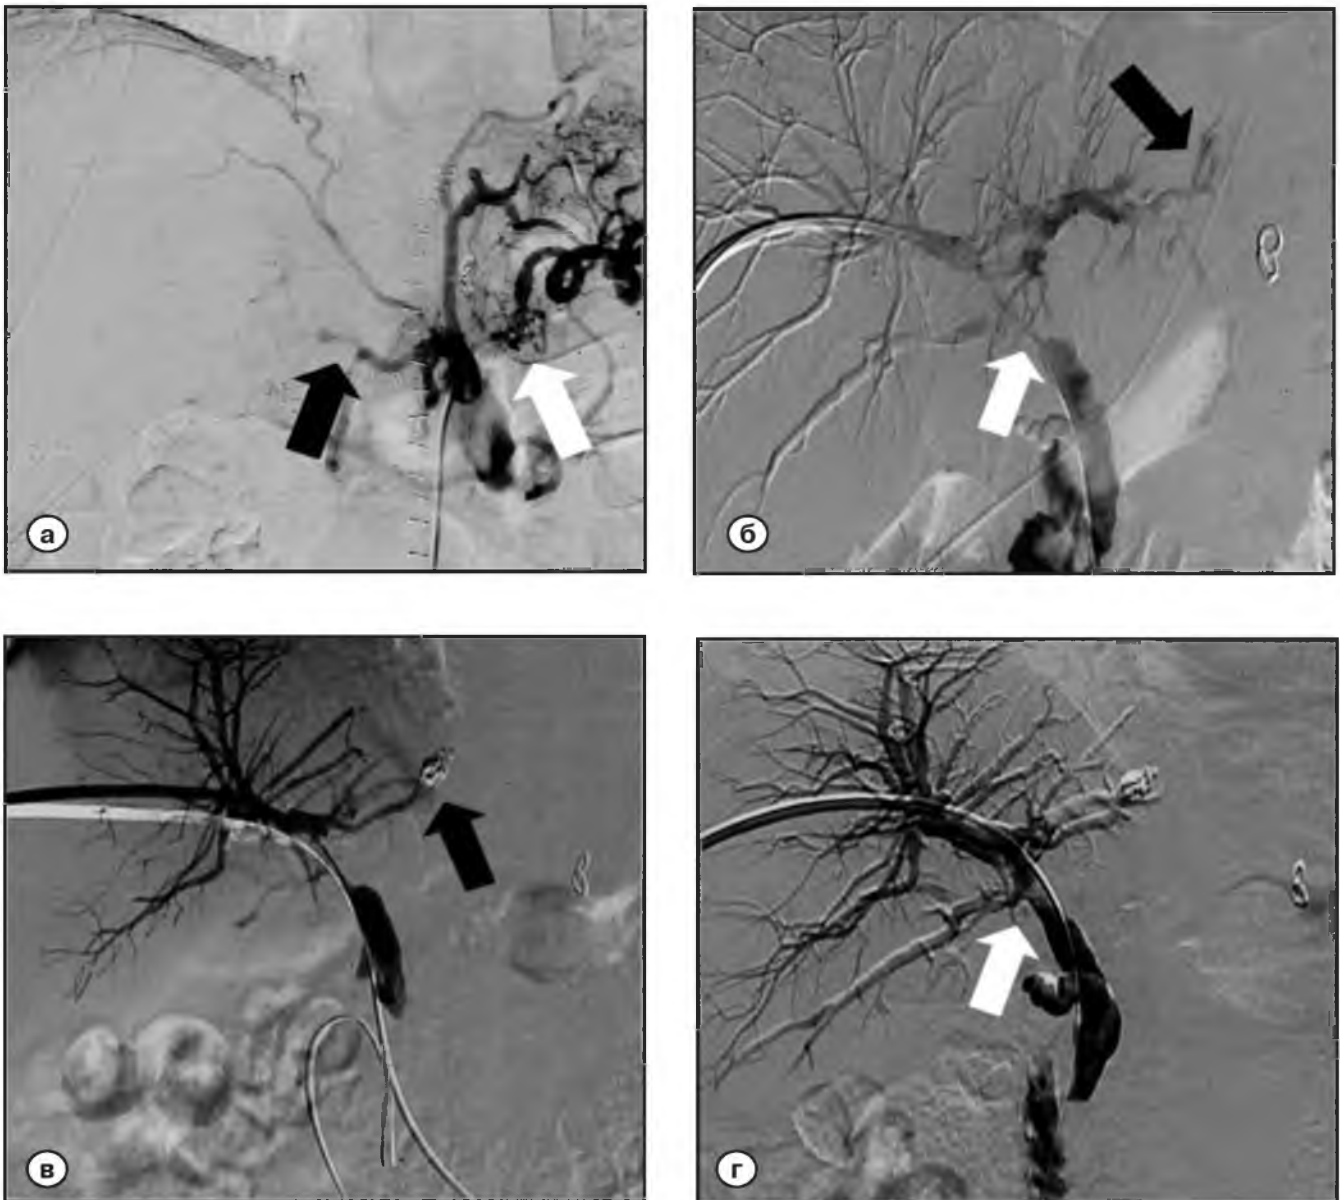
Ангио- и холангиограммы больного С. (наблюдение 10). Через 3 месяца после ОТП развилась желтуха. По лабораторным данным отмечено повышение уровня общего билирубина до 95 мкмоль/л (прямой – 72 мкмоль/л). При УЗИ печени выявлено расширение долевых желчных протоков до 7 мм и холангиогенный абсцесс левой доли печени.
